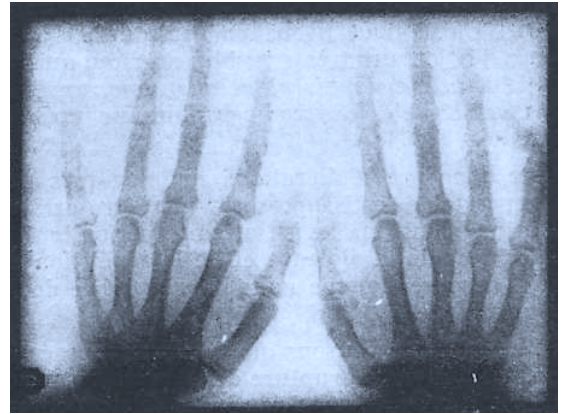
Radiographie des mains d'un pelotari célèbre (Remarque la déformation de la dernière phalange de l'auriculaire).
